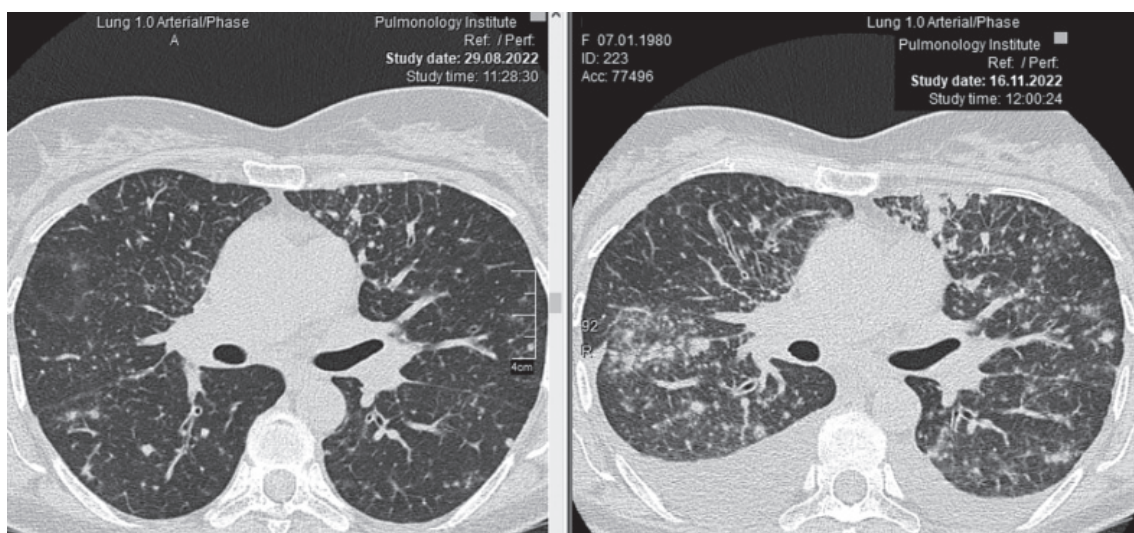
Пацієнтка Д., 42 років. КТ: лімфогенний карциноматоз легень, двобічний плевральний випіт
